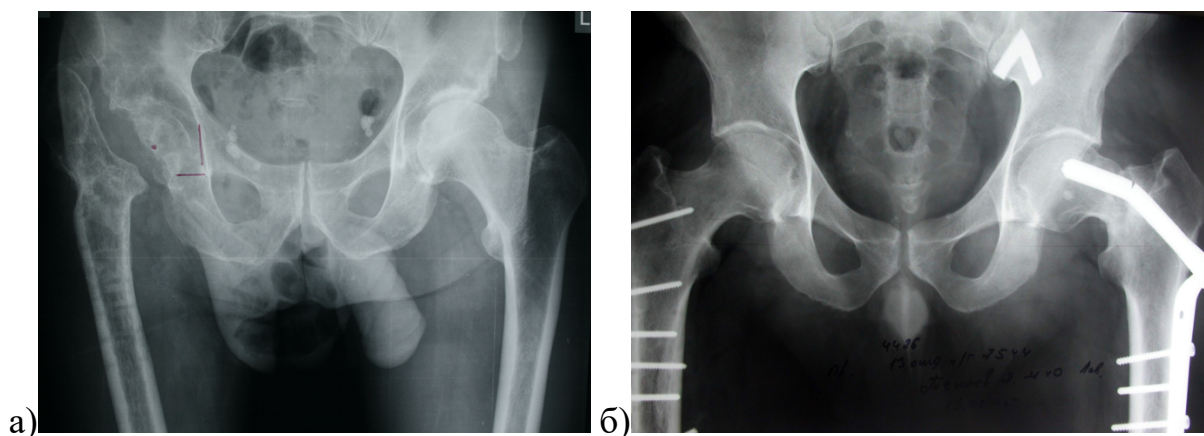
Обзорная рентгенограмма таза мужчины 67 лет через 2 года после операции по поводу базисцервикального перелома (остеосинтез DHS, удаление конструкции после вторичного смещения отломков) (а); обзорная рентгенограмма таза мужчины 40 лет через 18 месяцев после остеосинтеза (перелом фиксирующего элемента, ложный сустав) (б)
